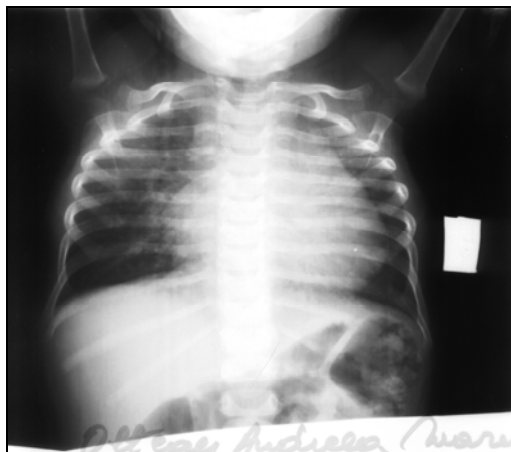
Radiografia toracică
